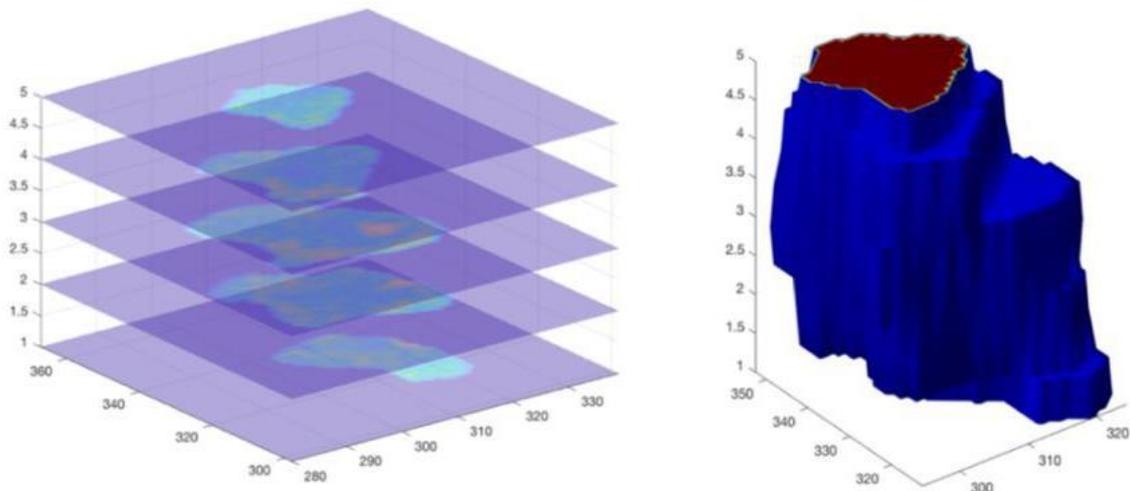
Segmentierung des Primarius in der CT
